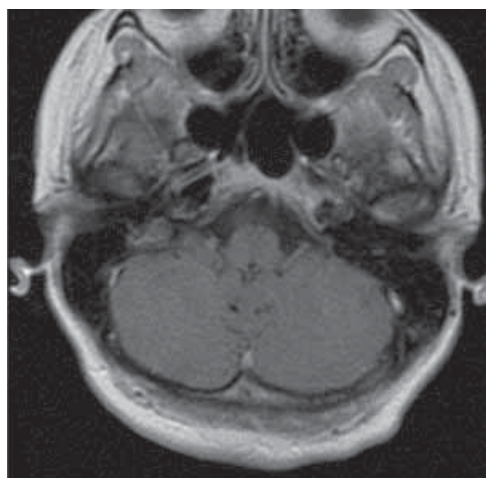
Магнитно-резонансная томография головы пациентки 46 лет с хондромиксоидной фибромой, аксиальная проекция, T1-режим. Изоинтенсивный сигнал
